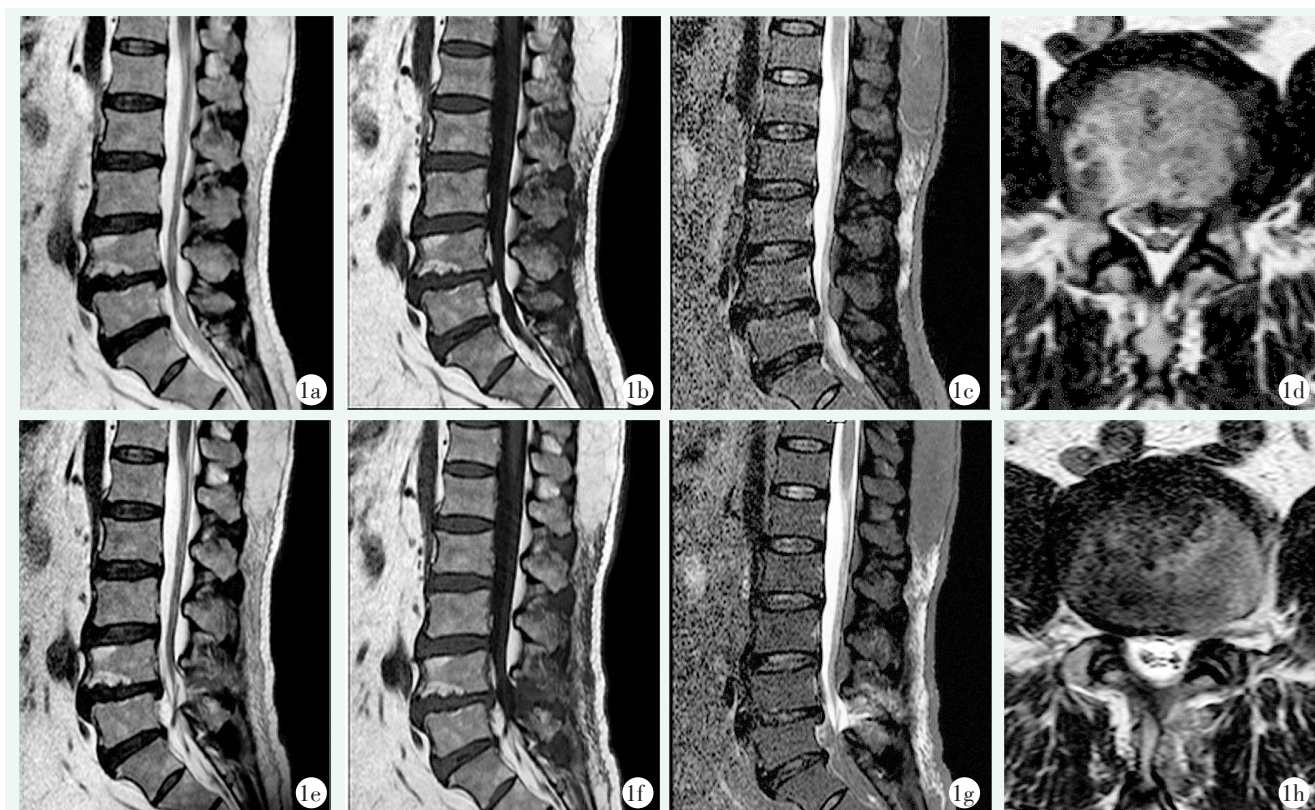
患者，男，66岁，硬膜外脂肪增多症，腰椎间盘突出症，腰椎退行性变，行脊柱内镜下腰椎间盘髓核摘除术，腰椎椎管内占位摘除术和椎管减压术 1a, 1b: 术前腰椎 MRI 平扫 T2WI 及 T1WI 像示椎管内 (L_{4/5}) 高信号 1c: T2 压脂像示椎管内 (L_{4/5}) 信号被抑制，相应节段硬膜囊受压，提示脂肪占位 1d: T2WI 轴位像示 L_{4/5} 水平椎管内占位，硬膜囊受压变形 1e~1h: 术后 MRI 显示 L_{4/5} 节段椎管狭窄程度较前改善，腰背部及术区软组织水肿。
